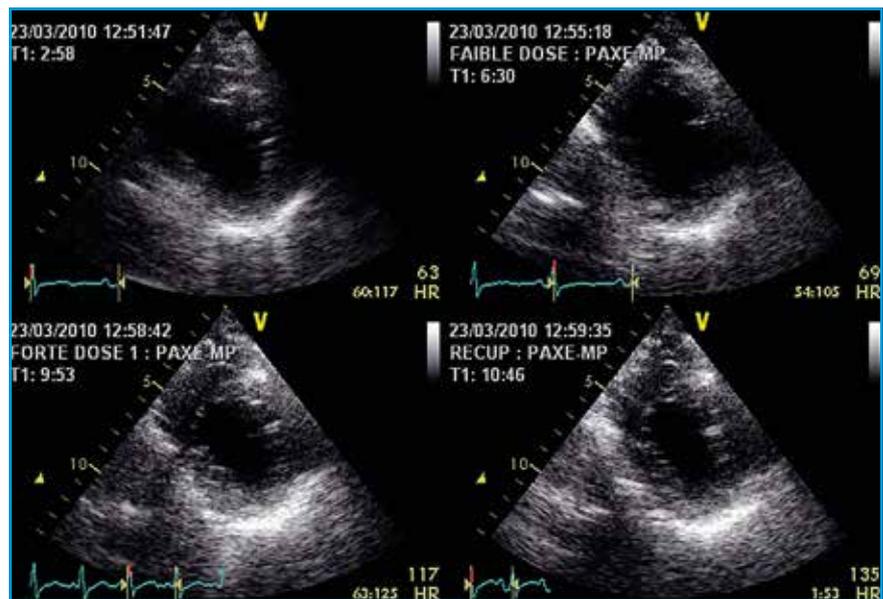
Même patient que dans la figure 3, l'incidence parasternale n'est pas circulaire (coupe non perpendiculaire au VG), rendant l'analyse de la cinétique difficile.
